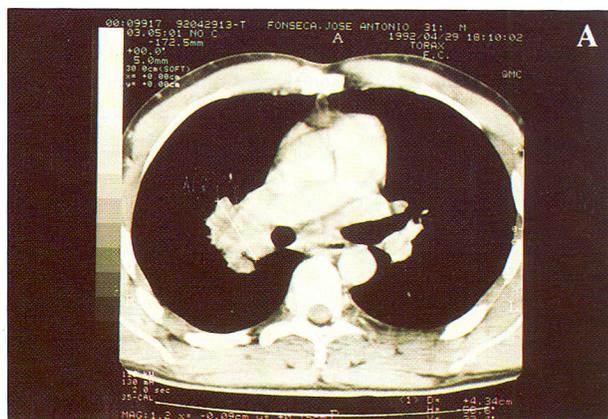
TAC torácica de J.A.P.F., a qual mostrava a nível dos vários cortes: uma volumosa formação sólida sobre região hilar direita, de contornos irregulares fazendo corpo com o ramo direito da artéria pulmonar (A); deformação da parede anterior do brônquio principal direito e adenopatias intercavotraqueais, subcarinais e do recesso ázigo-esofágico (B); formação nodular, com características idênticas à da região hilar, situada na base pulmonar direita (C).
